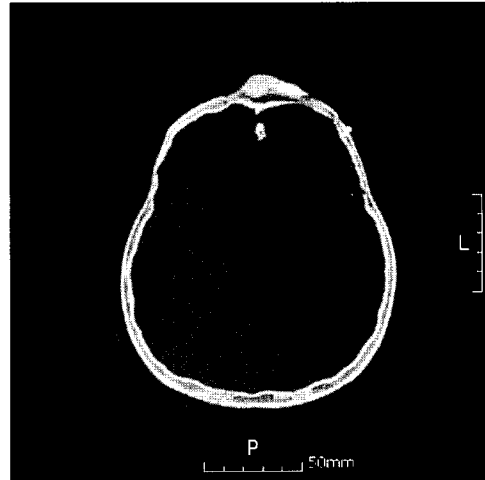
This is a CT image of the osteoma in August, 2005. The patient has come to the hospital for the mass that regrew slowly at the primary site, 6 years after excision of osteoma. The osteoma has recurred at the grafted site.
